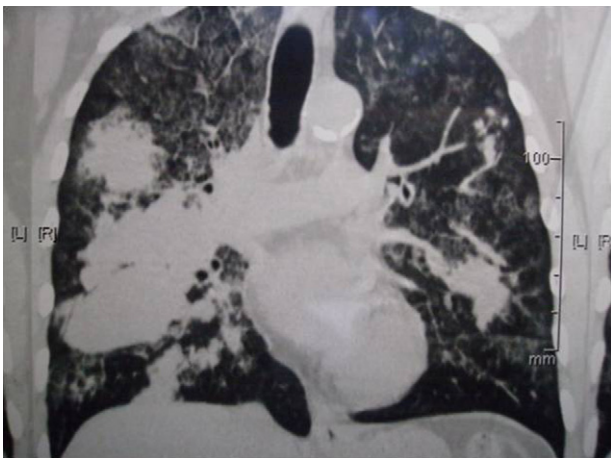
Tomografía computarizada de tórax antes del tratamiento. Se observan infiltrados densos y difusos, bilaterales, imágenes cavitarias y nodulares.
